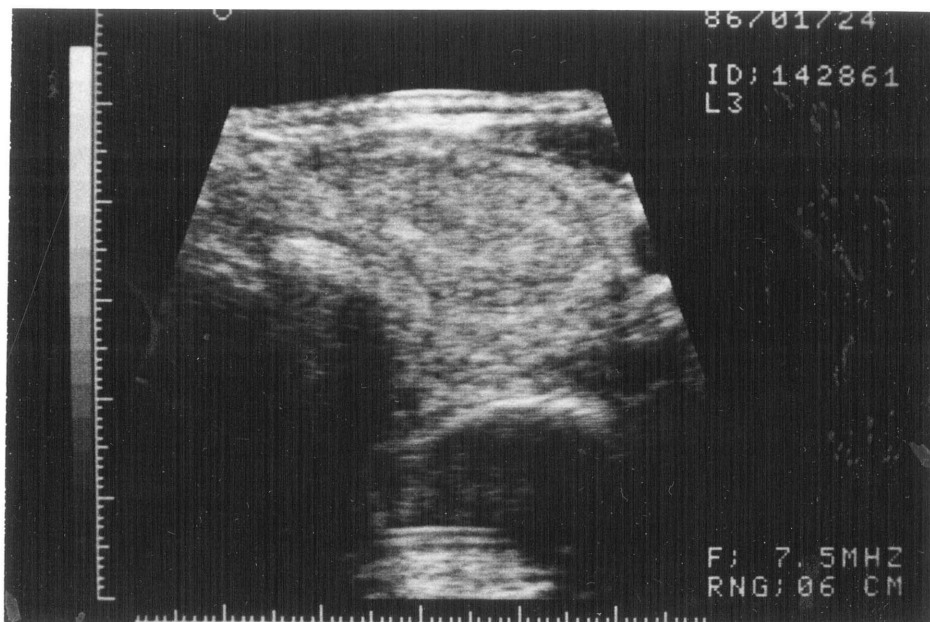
b 等エコー (isoechoic) の結節
